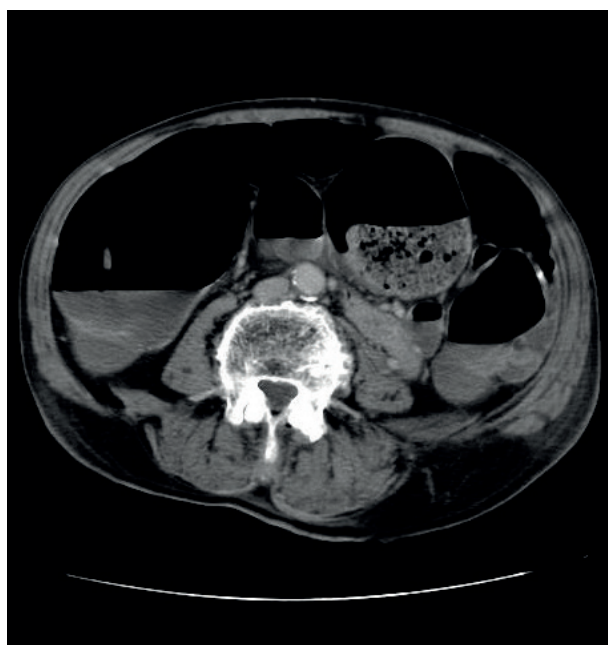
Corte axial de TC abdominal, a nível de L4, com evidência de dilatação marcada das ansas intestinais e níveis hidroaéreos devido a fecaloma de grandes dimensões.
